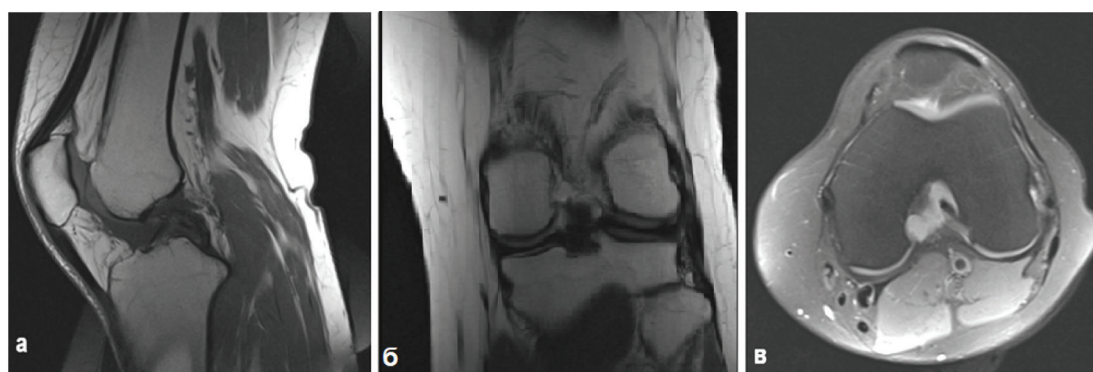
МРТ левого коленного сустава спустя 14 мес после артроскопической операции, рецидив опухоли не наблюдается (а – режим T1 в сагиттальной проекции, б – режим T1 в коронарной проекции, в – режим T2 fs в аксиальной проекции).
